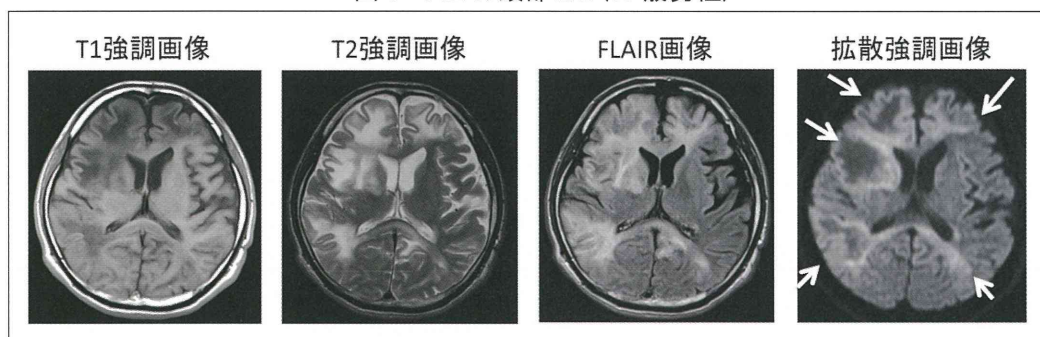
PML の頭部 MRI (38 歳男性)
